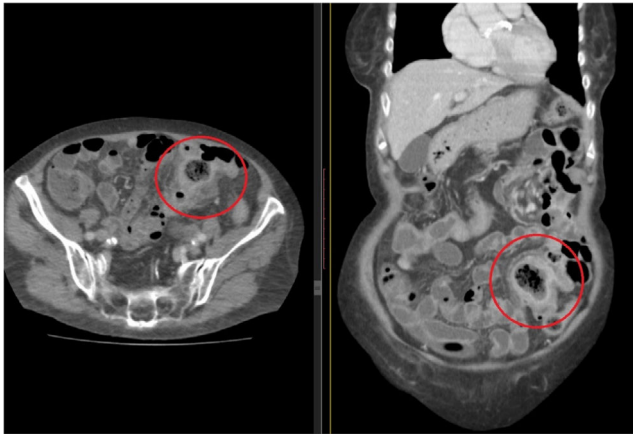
Corte axial y coronal de la TC donde se objetiva engrosamiento intestinal y colección con aire en su interior.
